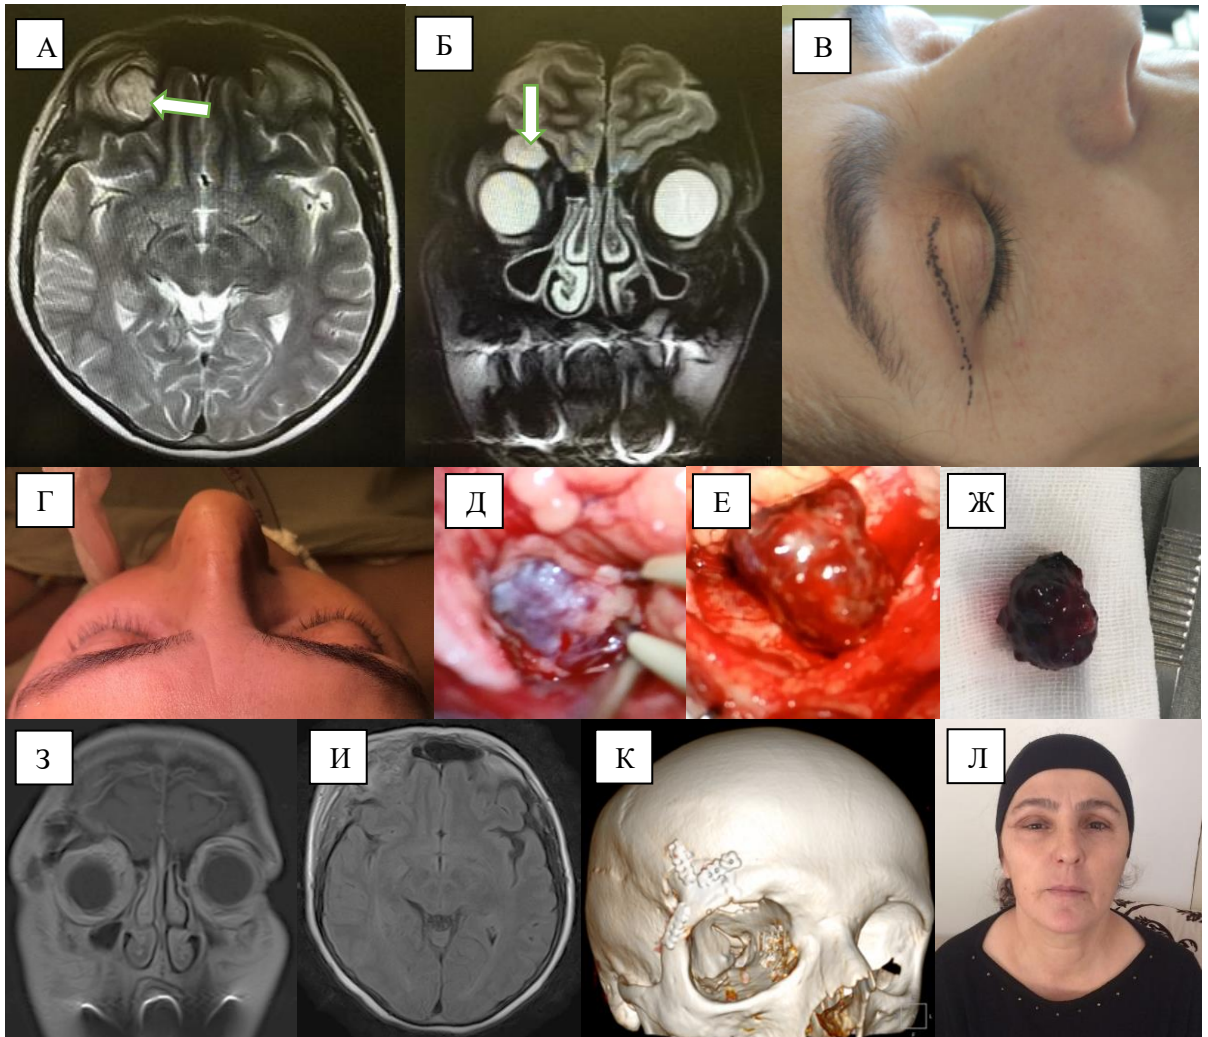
Клинический пример применения ТПД для удаления кавернозной ангиомы орбиты (И/б №88768/17). А – МРТ головного мозга, аксиальная проекция. Б – МРТ головного мозга, коронарная проекция, стрелкой указана кавернома. В — Маркировка кожного разреза. Г – экзофтальм справа. Д – интраоперационное фото, этап удаления каверномы. Е – кавернома удалена. Ж – фото каверномы после удаления. З – МРТ головного мозга через 1 месяц после операции, коронарная проекция. И – МРТ головного мозга через 1 месяц после операции, аксиальная проекция К – КТ с 3D-реконструкцией. Л – фото пациентки через 1 месяц после операции. Пациентка дала письменное согласие на публикацию фотографии в материалах исследования.
